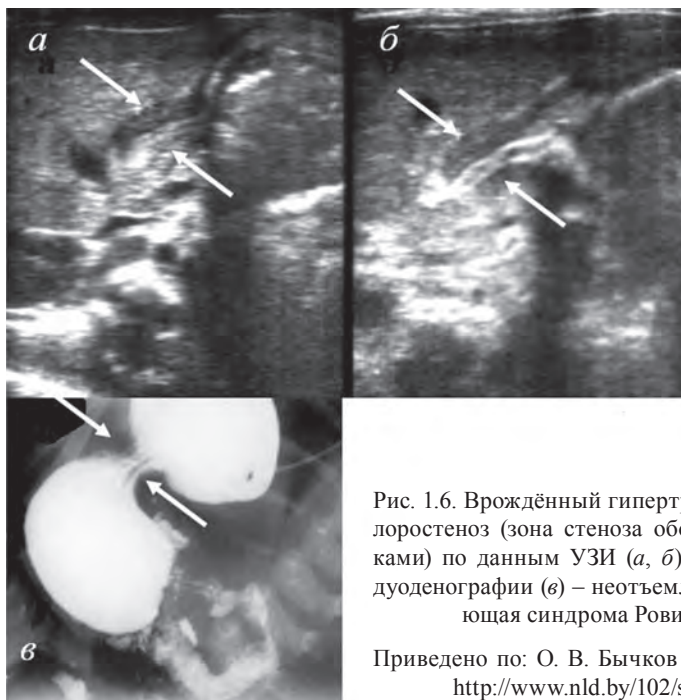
Врождённый гипертрофический пилоростеноз (зона стеноза обозначена стрелками) по данным УЗИ (а, б) и контрастной дуоденографии (в) – неотъемлемая составляющая синдрома Ровиральты
